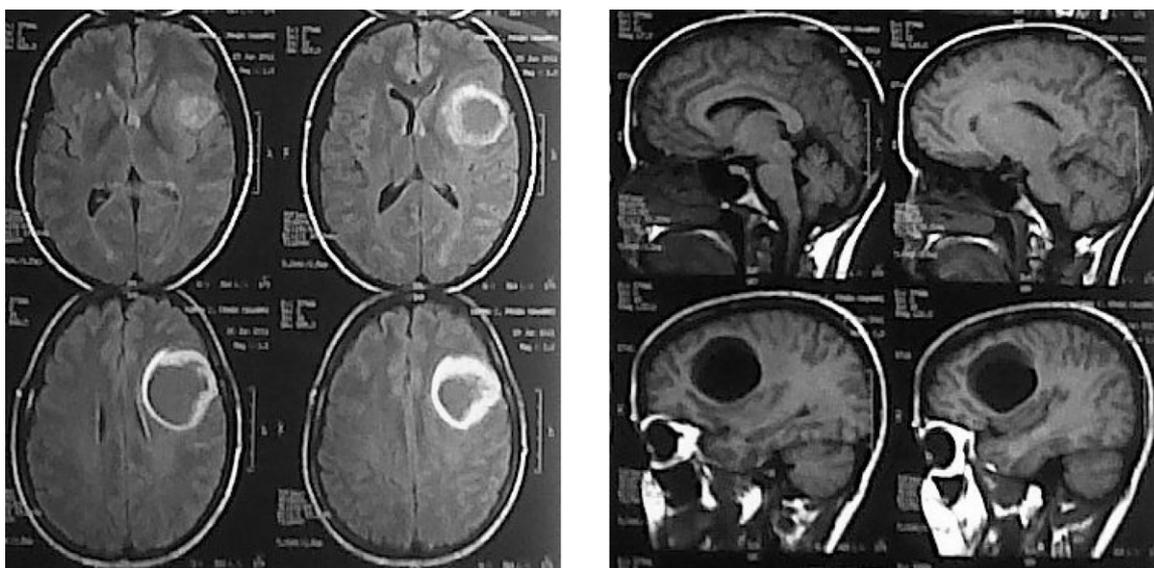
La tomografía computarizada cerebral muestra la lesión expansiva.
